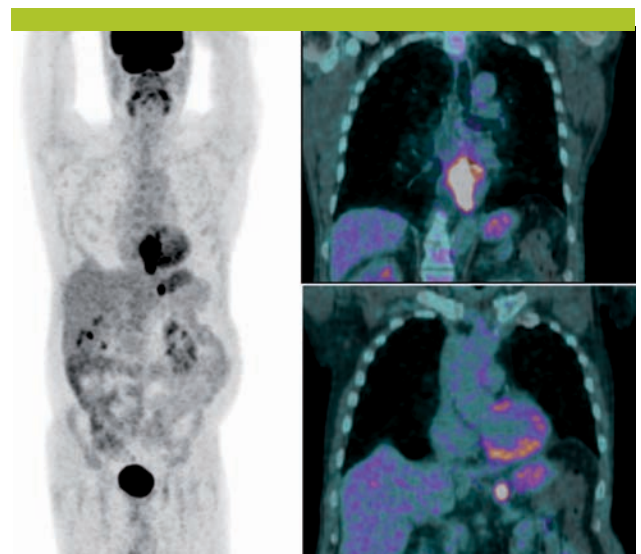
Bilan d'extension par PET-CT
